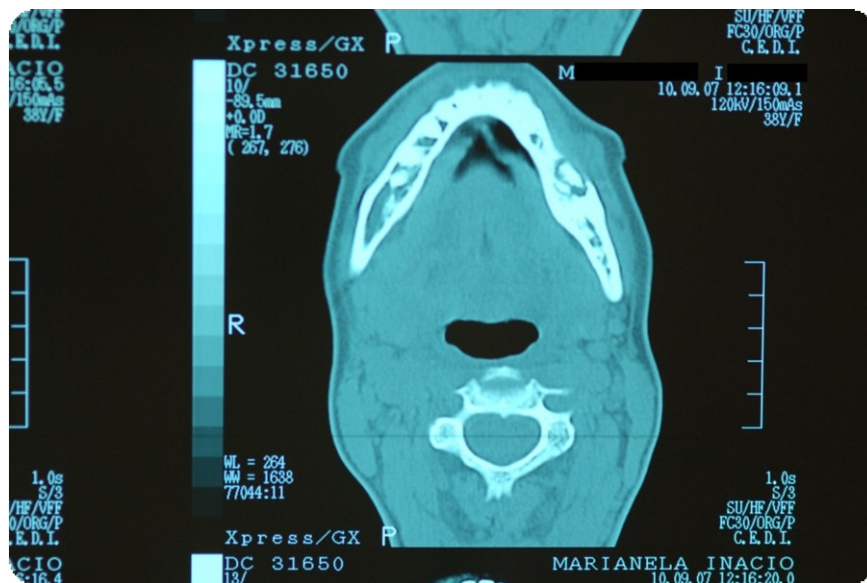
RM à mandíbula, corte axial (Imagem cedida da casuística clínica Prof. Francisco Salvado)
